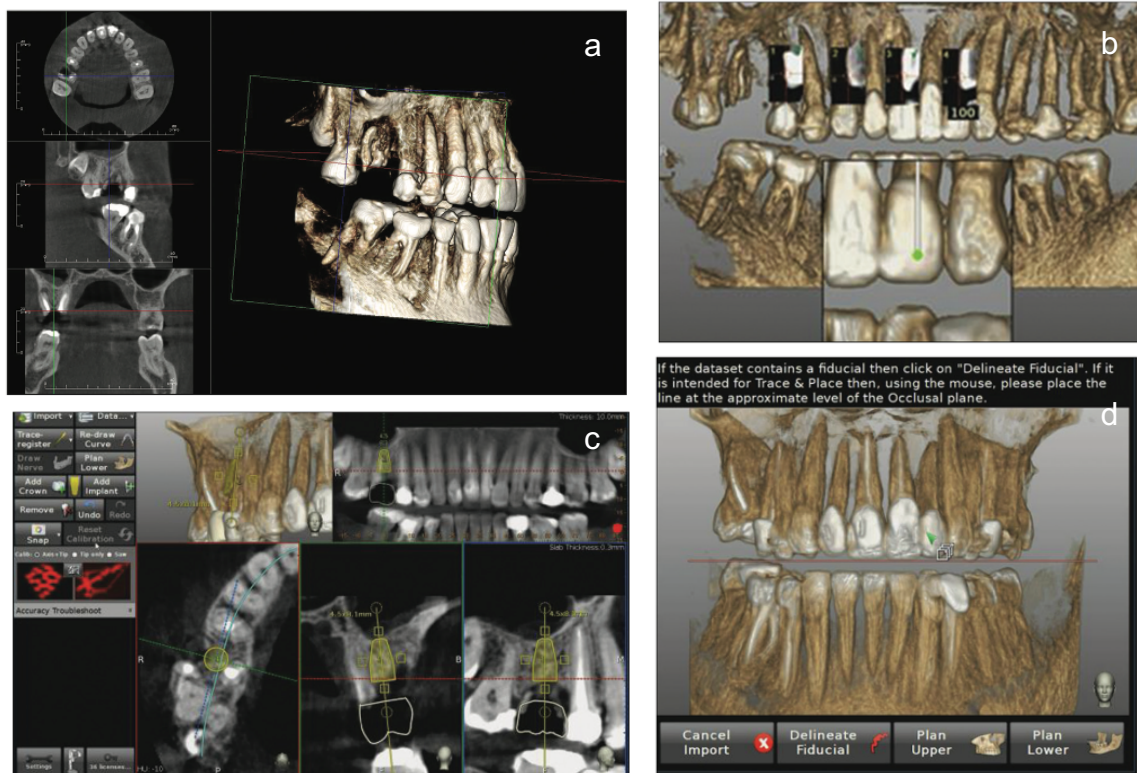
a) Tomografía computarizada de haz cónico que muestra el sitio de colocación del implante. b) Arrastrando una línea roja al plano oclusal se localiza la zona donde se va a realizar la cirugía y colocación de implantes. c) Planeación de la cirugía, tomando en cuenta la longitud, angulación y grosor del implante mediante el software de Navident, y selección del diseño de la prótesis. d) Rastreo del trazo realizado en ambos lados de la región de interés.
